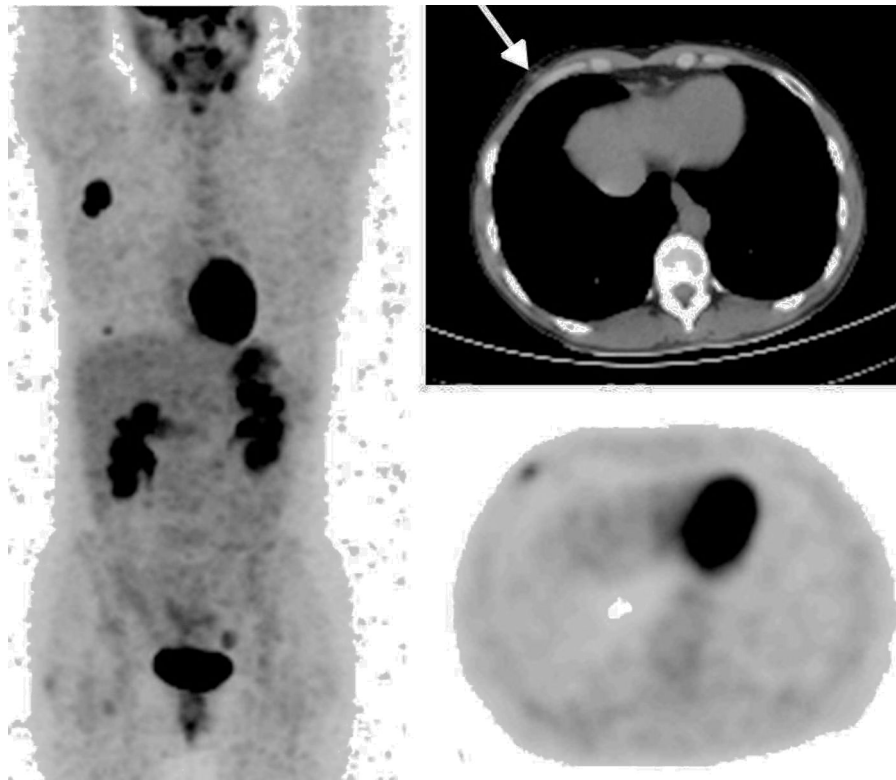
Imagen volumétrica PET con ^{18}F -FDG de cuerpo completo. Imágenes axiales TC y PET de la región torácica.
